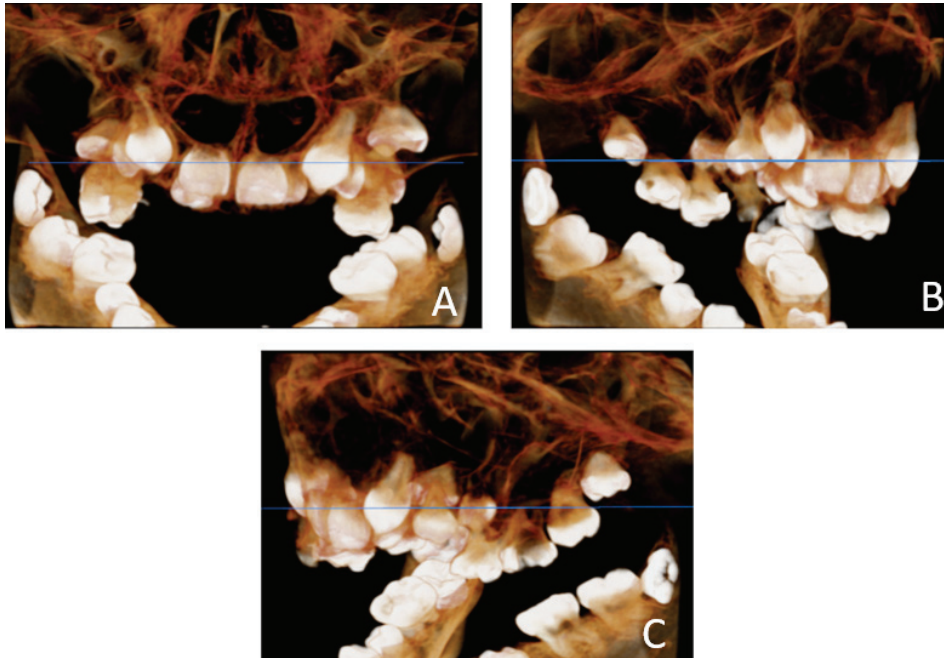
Tomografia mais recente, paciente de 20 anos. Vista anterior A), lado direito B) e lado esquerdo C).
